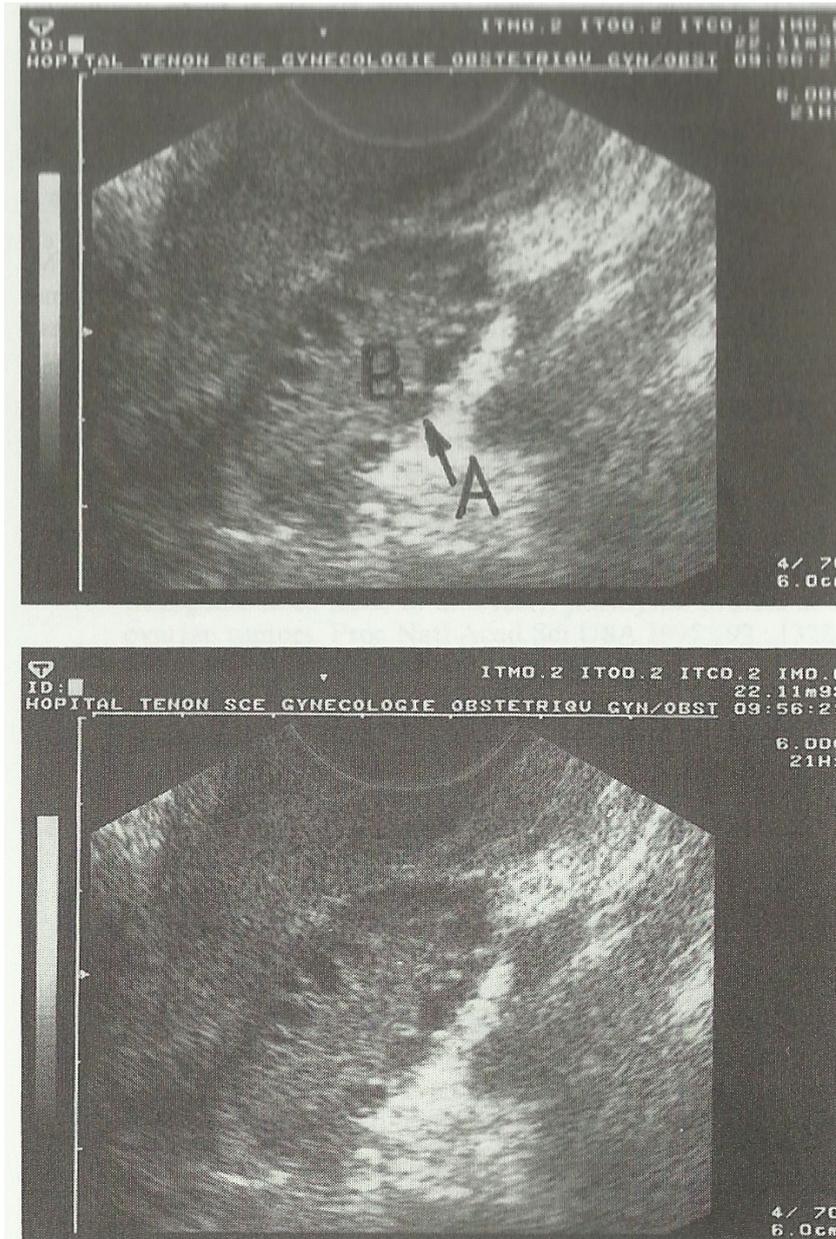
Aspect échographique de l'ovaire dans le cadre du SOPK à J12 du cycle(14)
